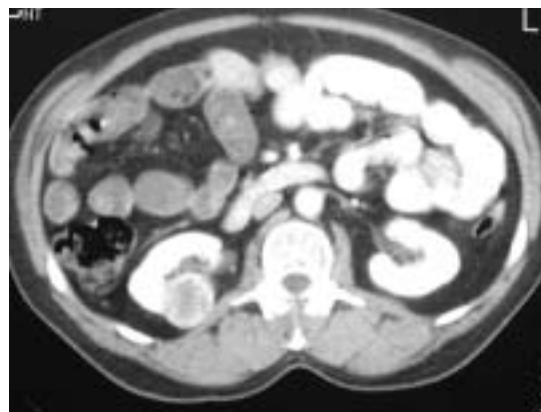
Tomografía computada de abdomen muestra una lesión exofítica de 4 cm. ubicada en el tercio medio del riñón derecho.
